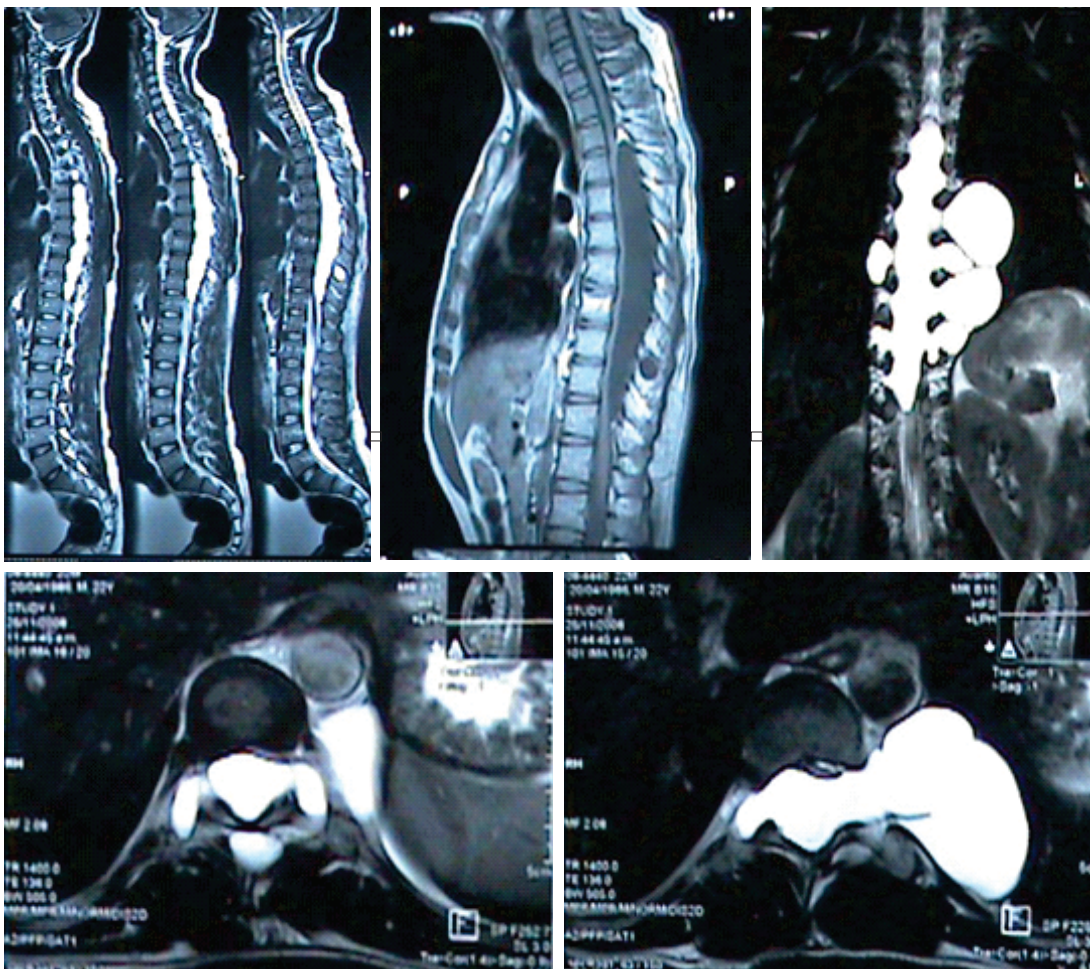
RMN Dorsolumbar con Gadolinio: se evidencia imagen epidural hipointensa en T1 e hiperintensa en T2 que se extiende desde el segmento D3 hasta D10, en relación a quiste aracnoideo gigante.
